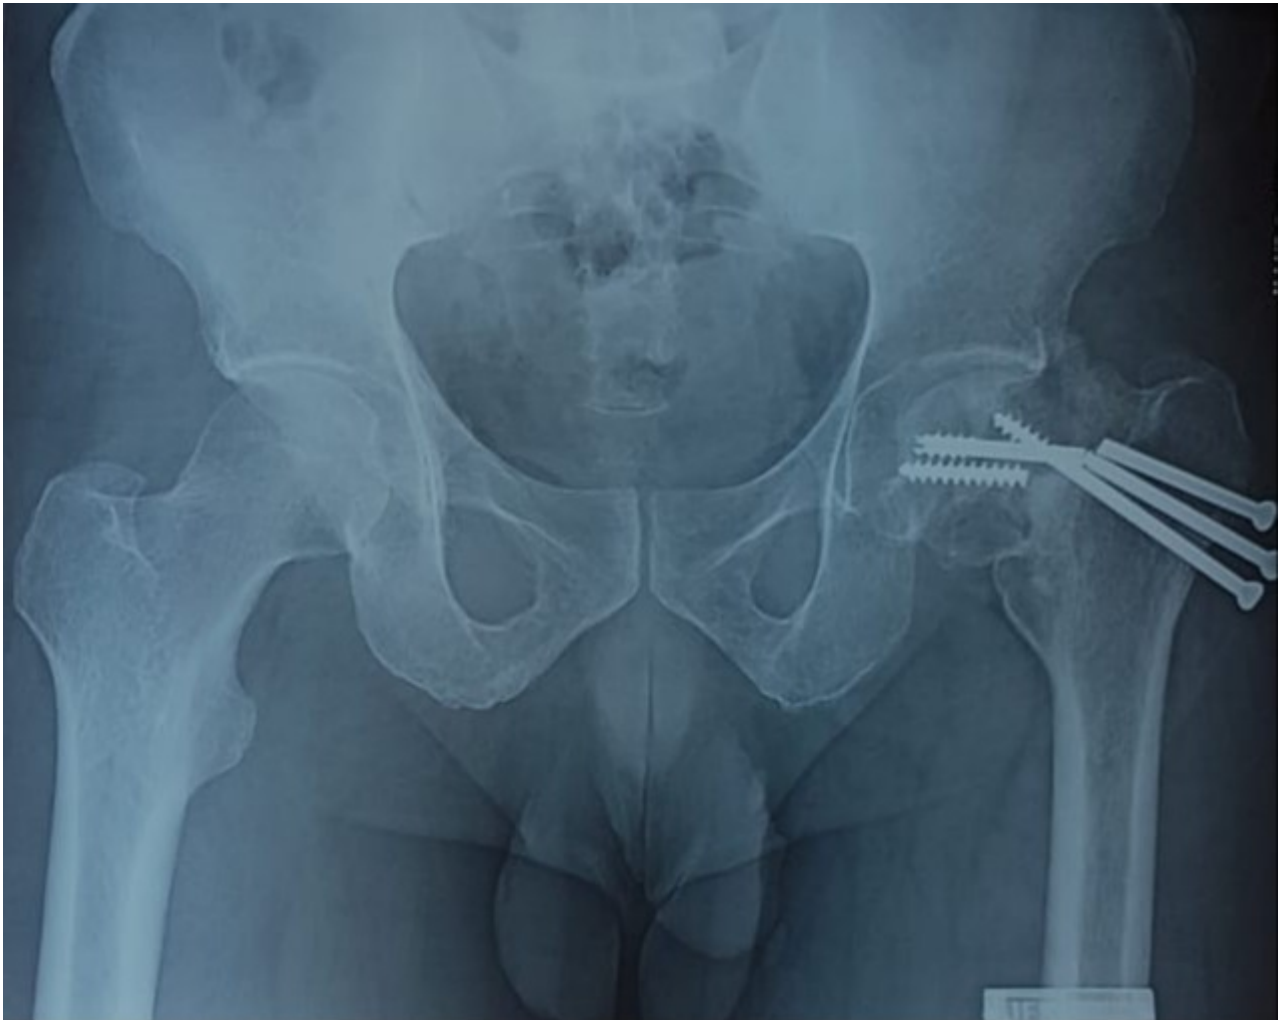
Radiographie de face montrant une cassure des vis et une pseudarthrose du col fémoral sur vissage du col
